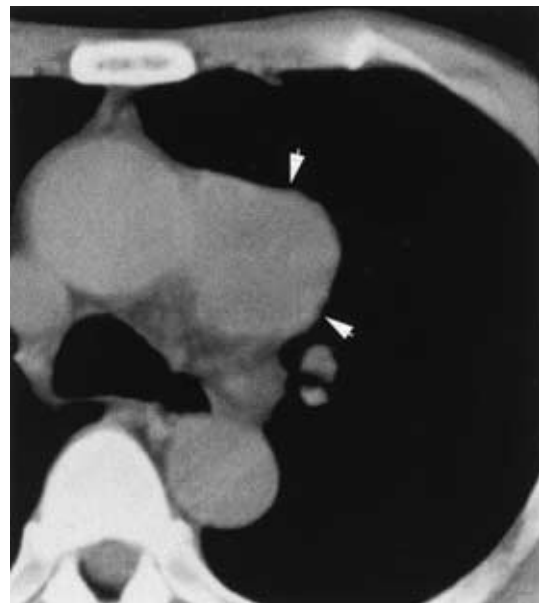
Chest CT scan. The tumor is situated in the aorticopulmonary window (arrows).
